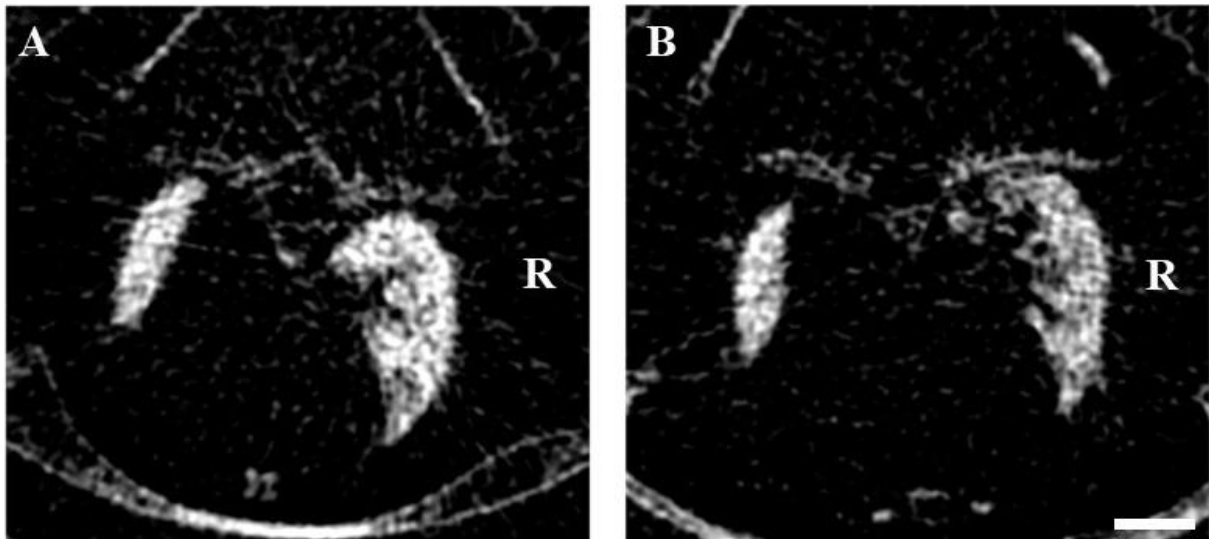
Vergleich der Dunkelfeldtomographien einer mit 20 Gy an der oberen rechten Lunge bestrahlten Maus unmittelbar vor (A) und 24 Wochen nach (B) der Bestrahlung. In Woche 0 sind in beiden Lungen keine strukturellen Veränderungen zu erkennen. 24 Wochen nach der Bestrahlung zeigt sich am dorsalen Rand der rechten Lunge ein diskreter Signalabbruch. Insgesamt stellt sich die rechte Lunge hier mit einem abgeschwächten Dunkelfeldsignal dar. Die linke Lunge zeigt sich hingegen mit einer unveränderten Signalintensität im Vergleich zu Woche 0. (Längensbalken: 5mm)
